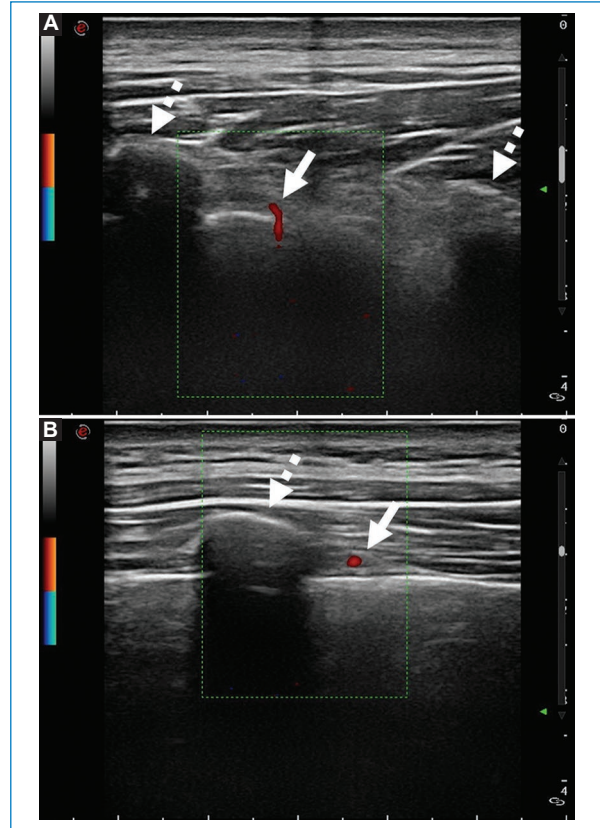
Hombre de 34 años, voluntario sano. Eco Doppler transversal a la 9.ª costilla derecha. A: a 5 cm de la línea media muestra arteria intercostal (flecha) alejada las costillas (flechas rayadas), recorriendo el espacio intercostal. B: a 10 cm de la línea media muestra arteria intercostal (flecha) inmediatamente por debajo de la costilla superior (flecha rayada).
